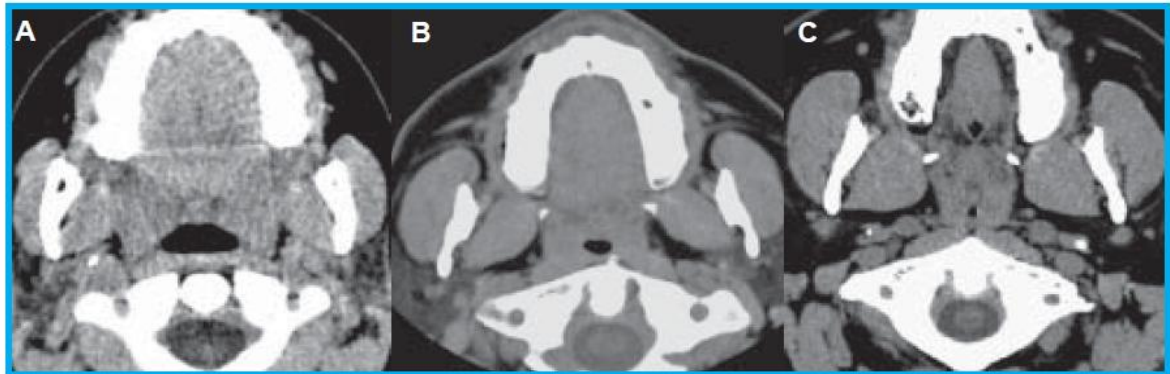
TC axial no nível do palato mole. A) Paciente normal: observe a forma elíptica habitual da faringe. B) Na SAOS moderada, note a redução do calibre faríngeo, notadamente no eixo laterolateral. C) Na SAOS grave, o paciente apresenta acentuada redução da coluna aérea faríngea no eixo laterolateral, com consequente predomínio do eixo anteroposterior.
